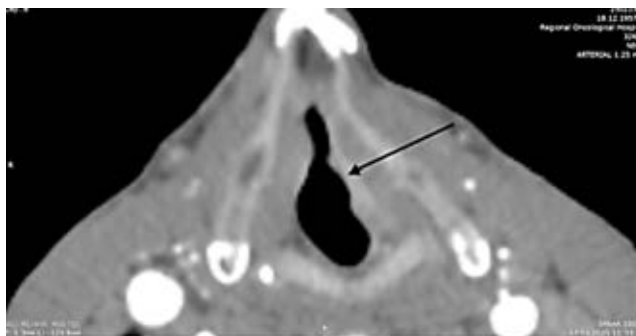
Пациент Ц., 68 лет. МСКТ, аксиальная плоскость. Объемное образование гортани на левой голосовой складке (стрелка)
